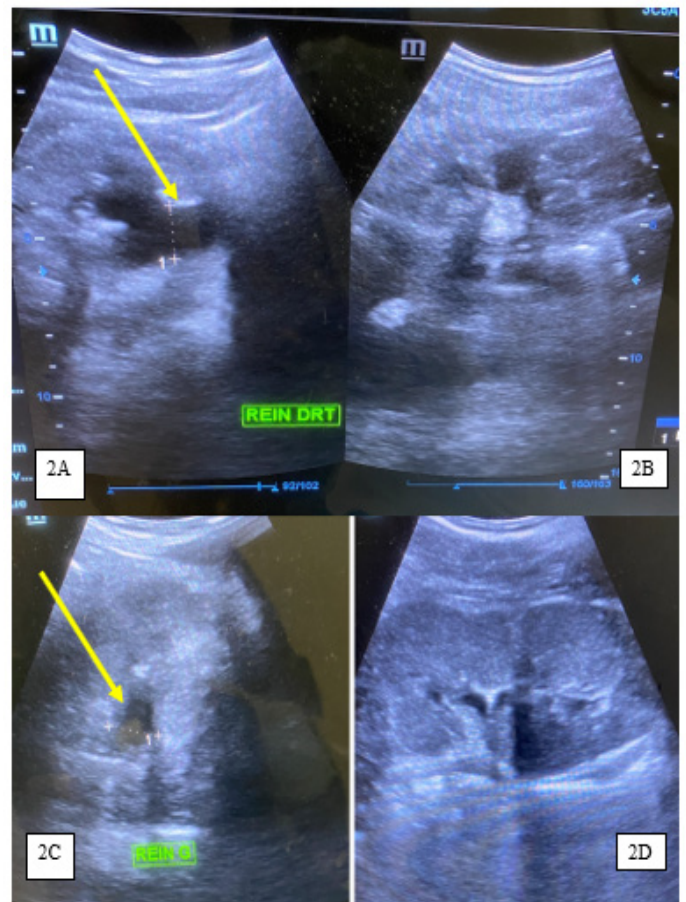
échographie abdominale en coupes axiales et longitudinales montrant une dilatation bilatérale des cavités pyélo-calicelles (flèches)
